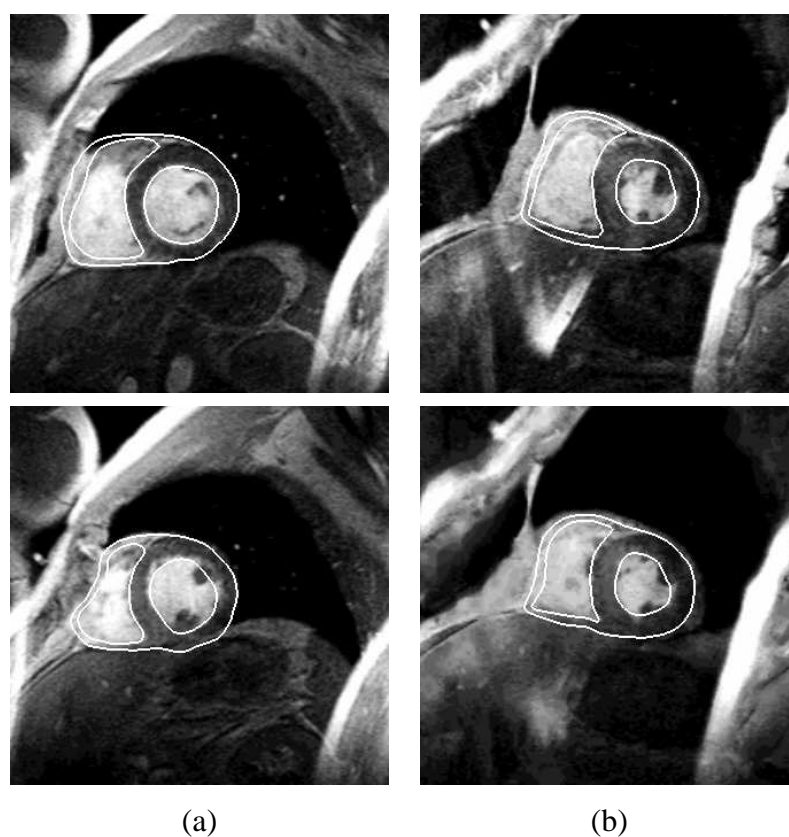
Résultats de segmentation des images par RM en petit-axe. (a) patient P1, (b) patient P2. Ligne du haut : plan basal, ligne du bas : plan mi-ventriculaire.
